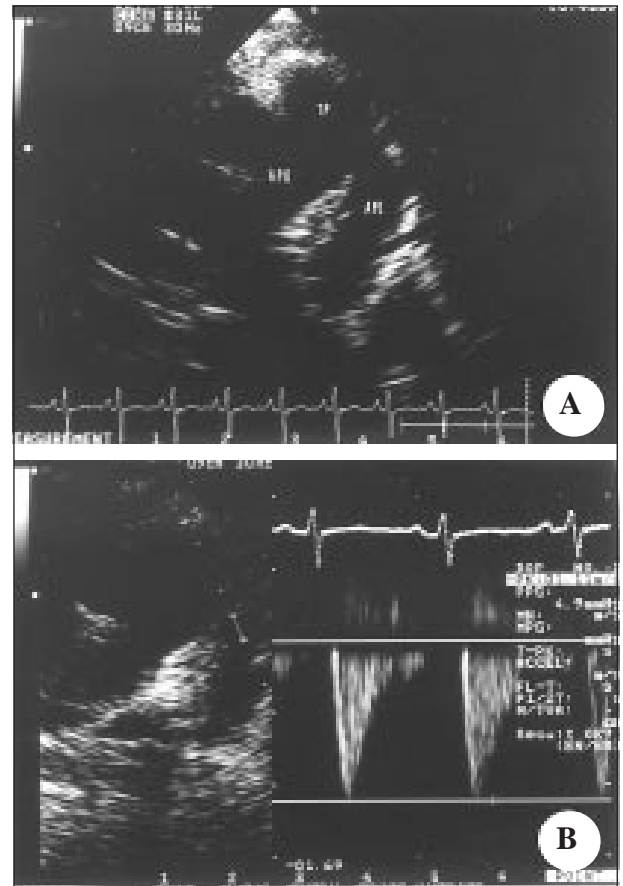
Ecocardiograma bidimensional, corte paraesternal transverso ao nível dos vasos da base, salientando em A) a artéria pulmonar esquerda reimplantada no tronco pulmonar, com amostra de fluxo ao doppler em B) mostrando sua perviabilidade. TP- tronco pulmonar; APD- artéria pulmonar direita; APE- artéria pulmonar esquerda.
